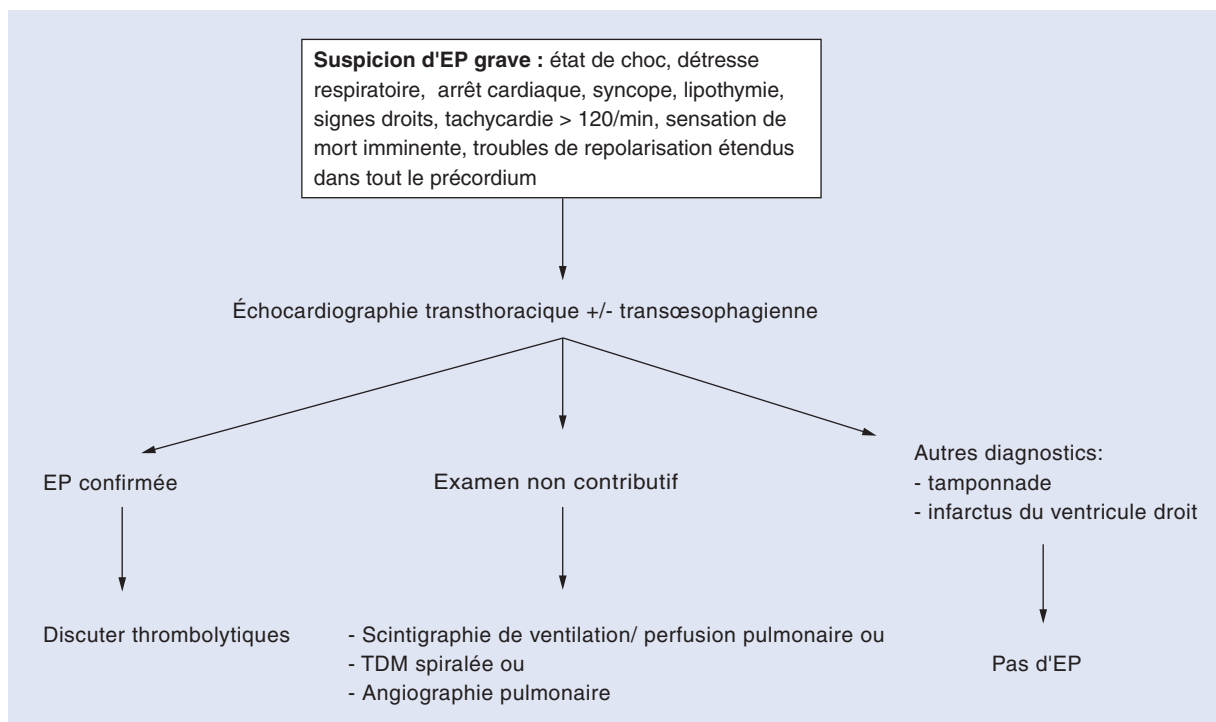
Arbre décisionnel. Diagnostic en présence d'une suspicion d'embolie pulmonaire (EP) grave. TDM : tomodensitométrie.
